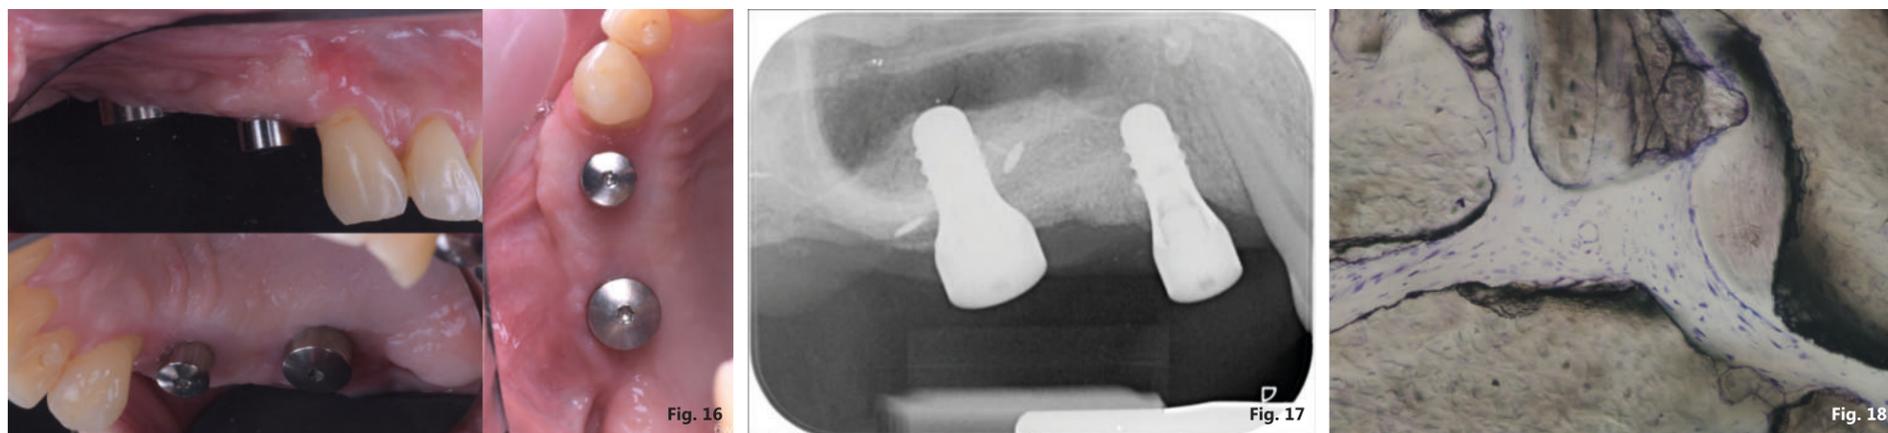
Guarigione clinica a 6 settimane; Fig. 17 - Radiografia periapicale a 6 settimane; Fig. 18 - Immagine ad alto ingrandimento (400x) di una sezione istologica non decalcificata e colorata con blu di toluidina e pironina gialla.
